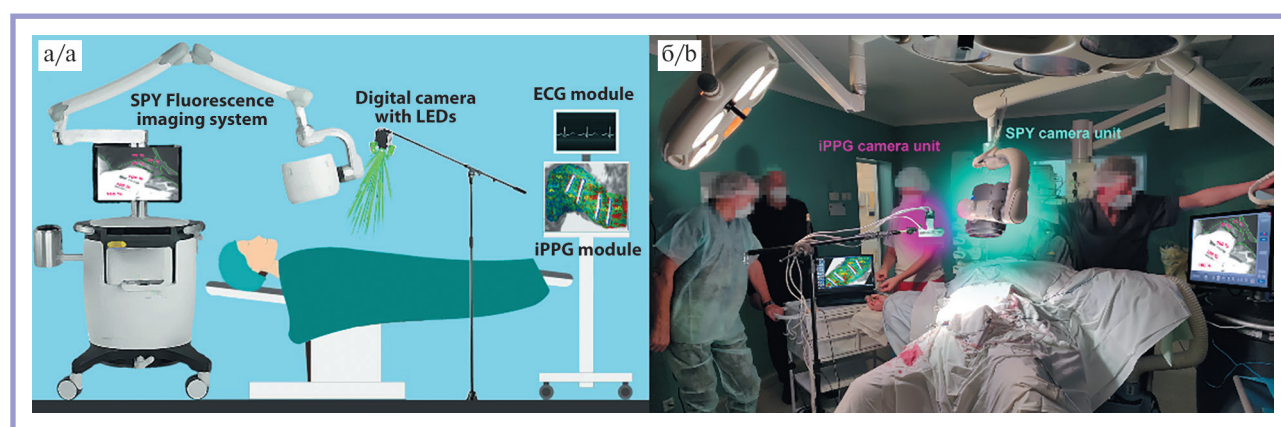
Установка для интраоперационного сравнительного мониторинга перфузии тканей.
